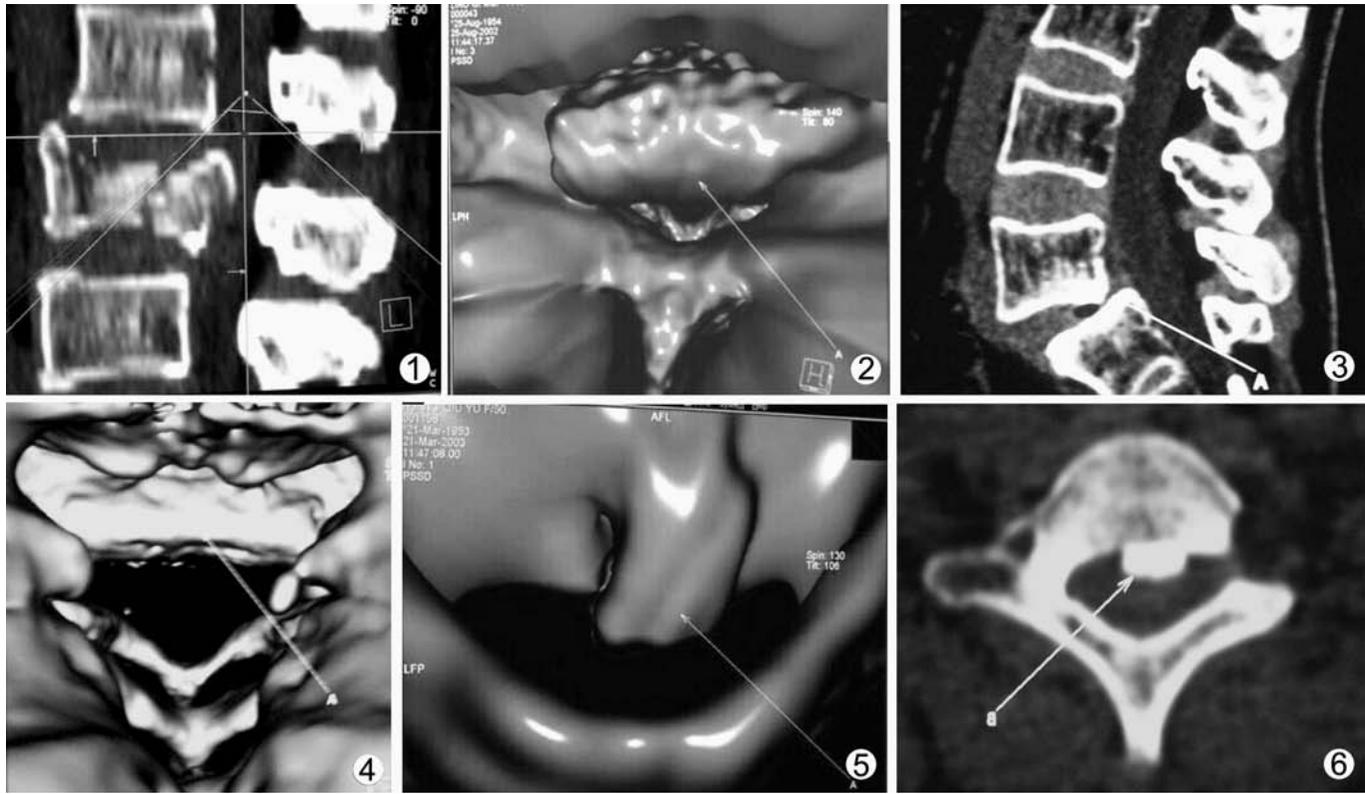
腰椎粉碎性骨折CT仿真内镜导航图 图2 仿真内镜见脱入椎管的骨片及狭窄的椎管 图3 腰5滑脱MPR图 图4 腰5滑脱椎管仿真内镜图 图5 颈椎后纵韧带钙化CT椎管仿真内镜所见 图6 与图5为同一病人,横断面所见
